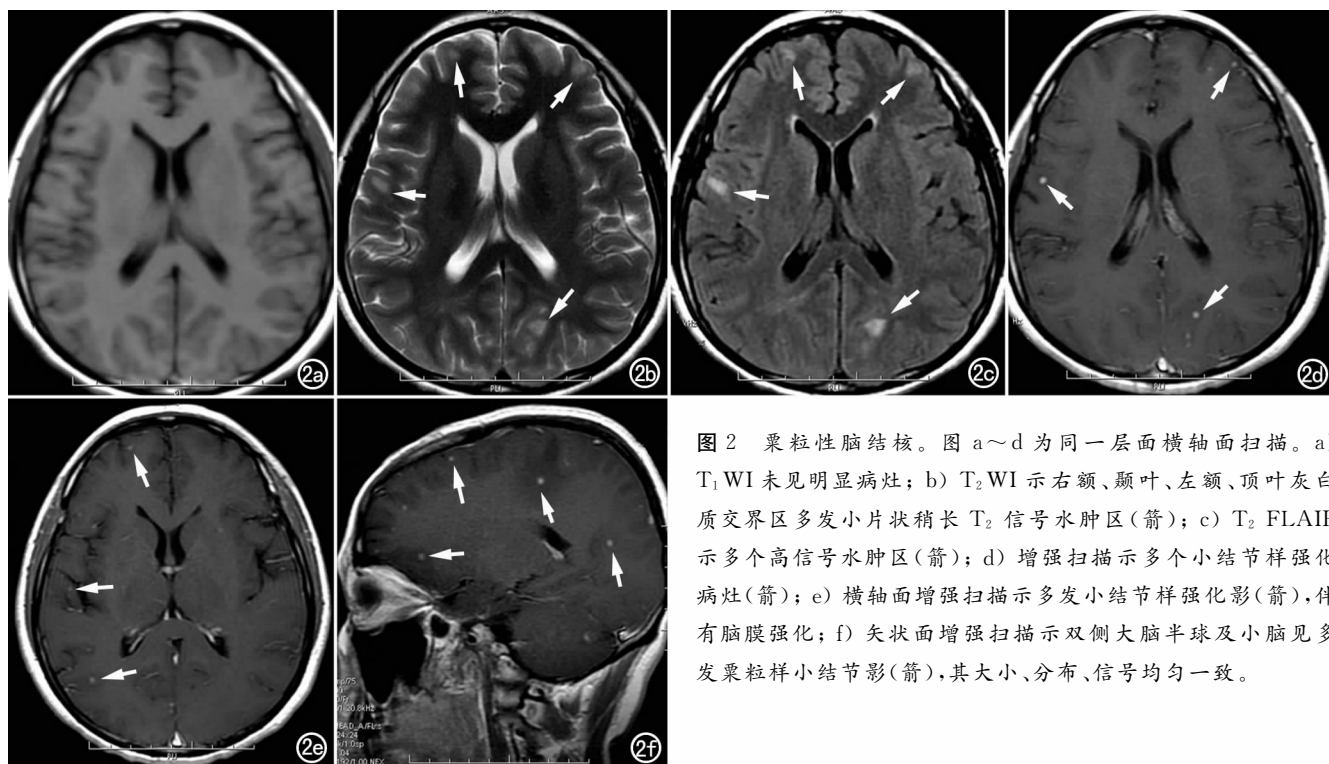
粟粒性脑结核。图 a~d 为同一层面横轴面扫描。a) T₁WI 未见明显病灶；b) T₂WI 示右额、颞叶、左额、顶叶灰白质交界区多发小片状稍长 T₂ 信号水肿区(箭)；c) T₂ FLAIR 示多个高信号水肿区(箭)；d) 增强扫描示多个小结节样强化病灶(箭)；e) 横轴面增强扫描示多发小结节样强化影(箭)，伴有脑膜强化；f) 矢状面增强扫描示双侧大脑半球及小脑见多发粟粒样小结节影(箭)，其大小、分布、信号均匀一致。
